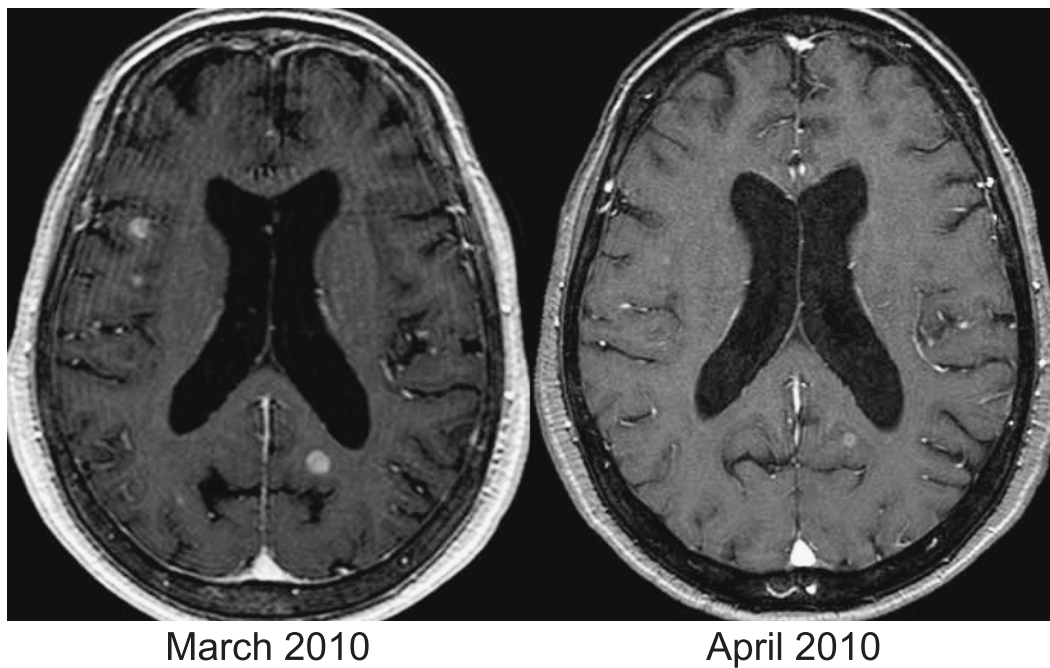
Cranial MRI of case 5 shows an improvement of multiple brain metastasis one month after taking erlotinib.
